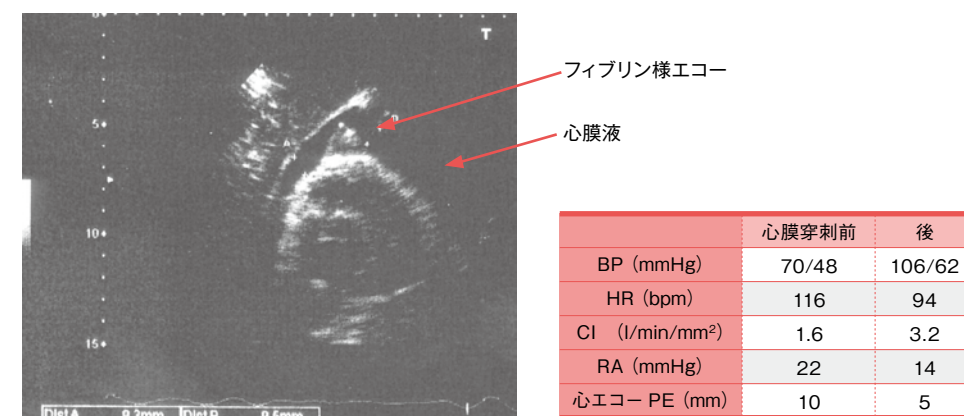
同例:血圧低下時の断層心エコーと心膜穿刺前後の血圧・脈拍・心係数、右房圧、心膜液の変化
